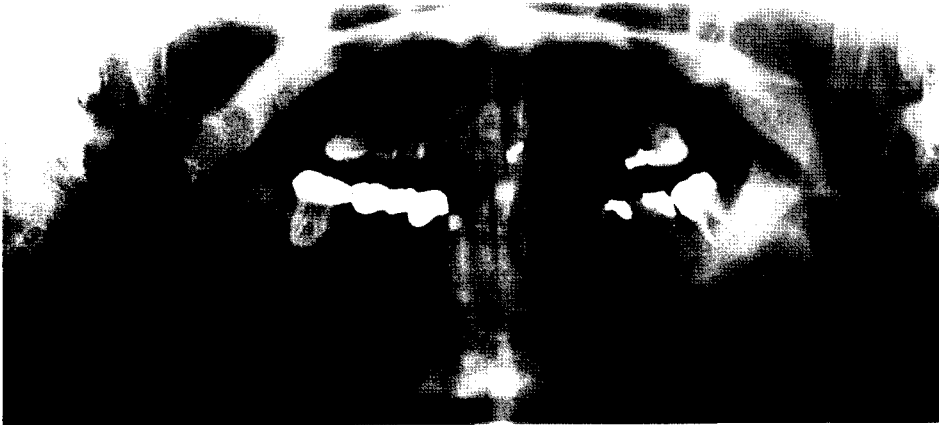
Panoramic radiograph shows multilocular lesion in the mandible with the scalloped border.
